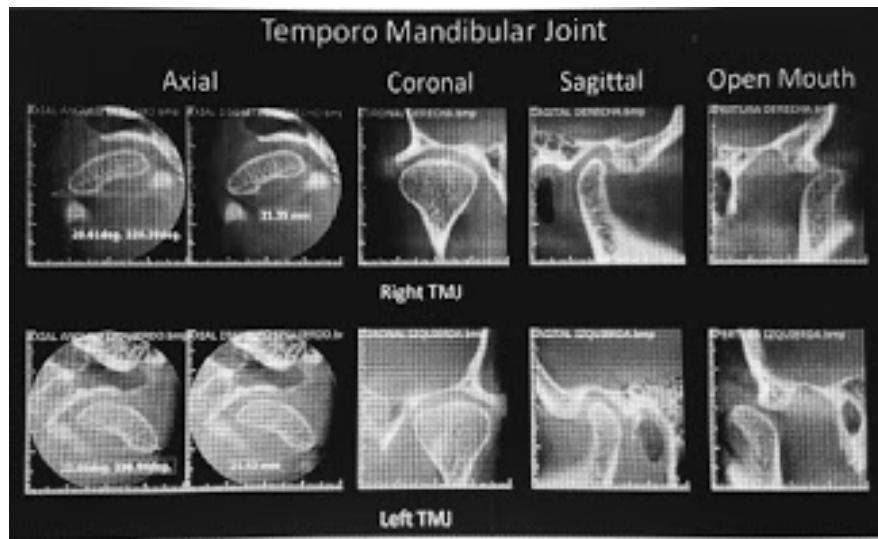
Tomografía axial computada. (CONE BEAN).
